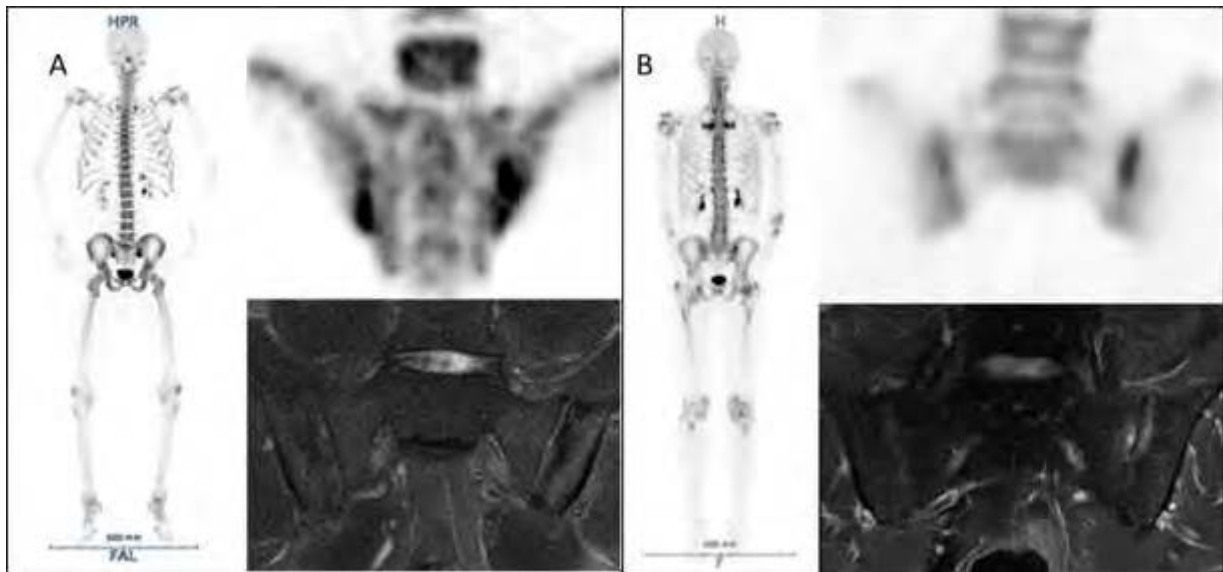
Comparaison des résultats en TEP et en IRM
